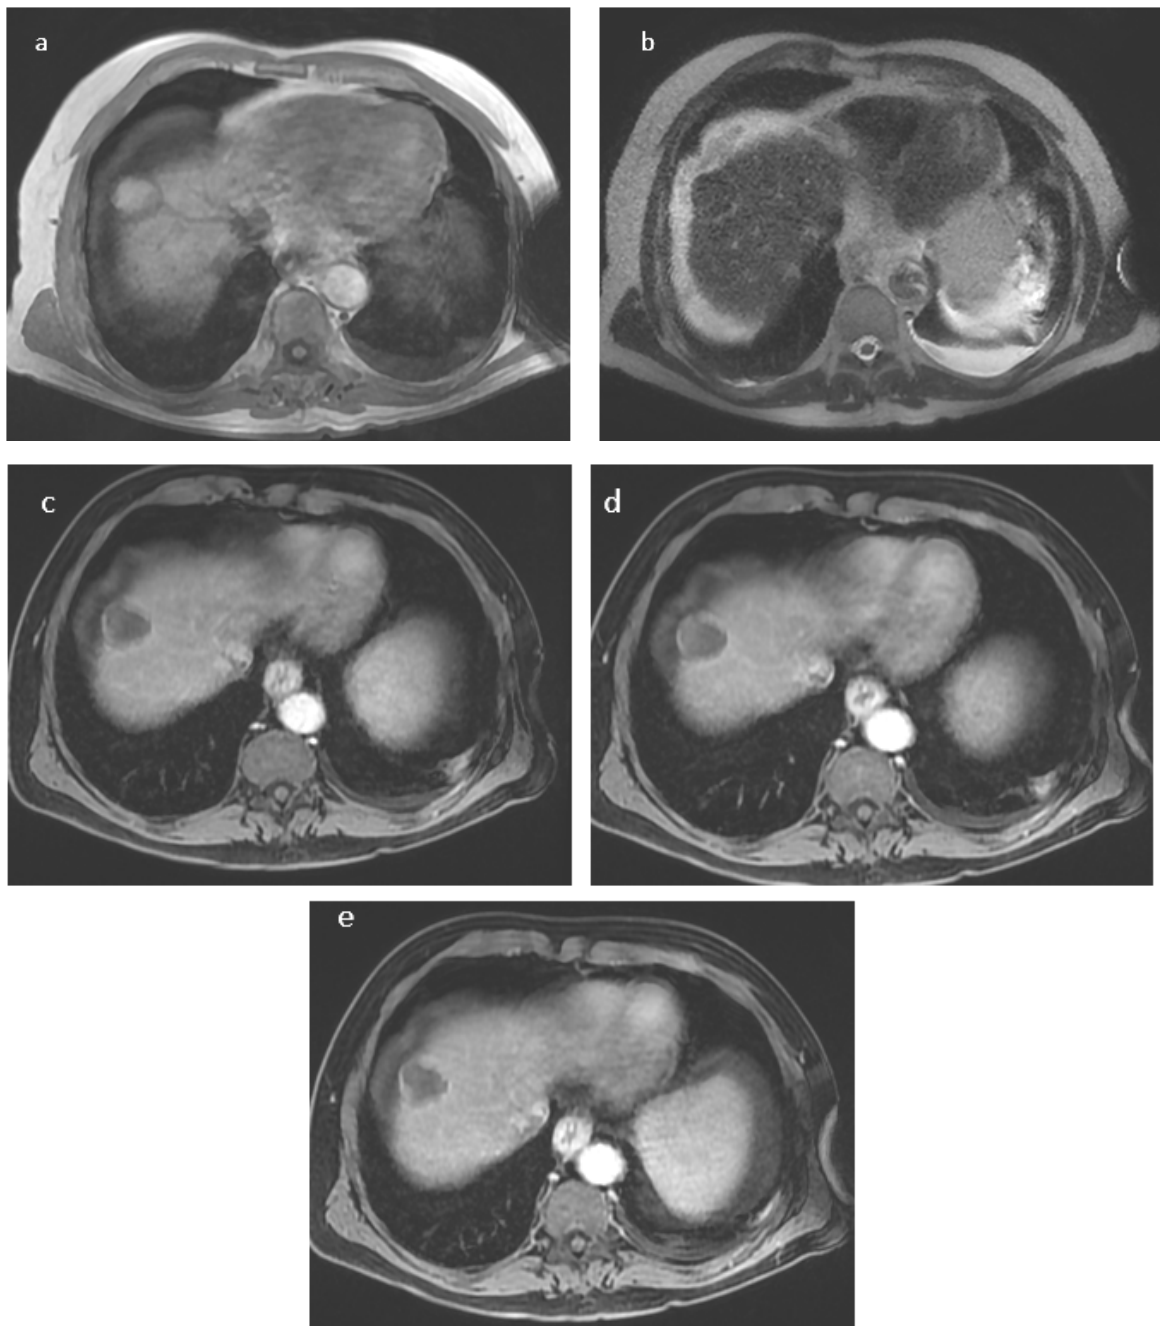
IRM de contrôle à 2 mois montrant la lésion du dôme du foie totalement dévascularisée, en hyper T1 (a) hypoT2 (b), sans rehaussement vasculaire au temps artériel (c) ni wash out au temps portal (d) et tardif (d) en faveur d'une réponse complète selon les critères m-RECIST.
